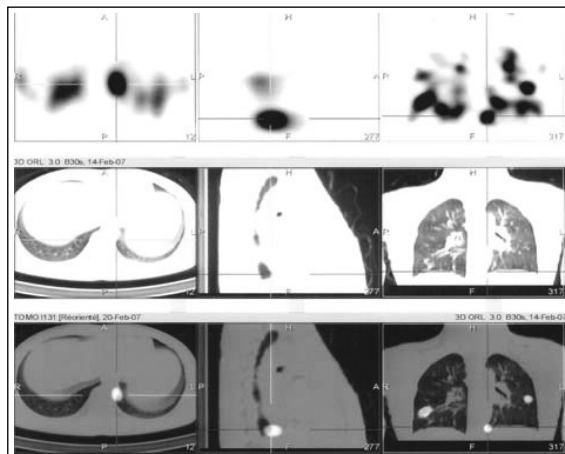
Métastases pulmonaires découvertes lors de la scintigraphie I 131 après l'irathérapie. SPECT-TDM réalisées dans le service de médecine nucléaire du Dr Bardet (Centre François Baclesse de Caen).
